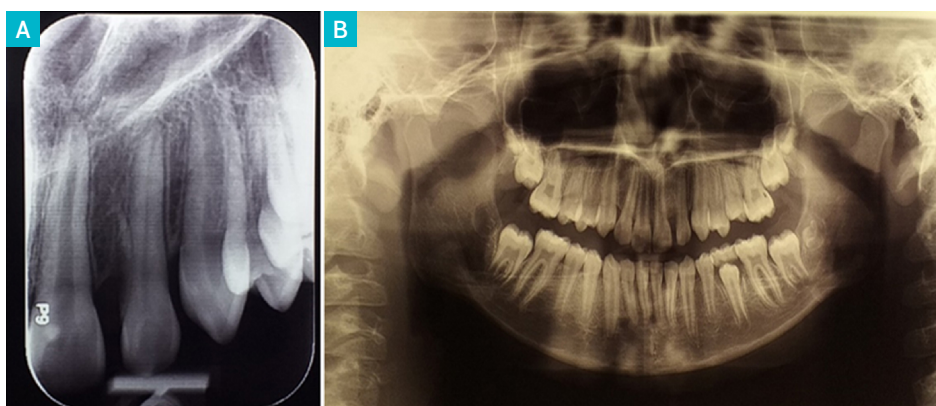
Seguimiento post-operatorio 10 meses después de la intervención quirúrgica. A. Radiografía periapical en donde se observa trabeculado óseo normal y un conducto radicular estrecho en el 22. B. Radiografía panorámica en donde se observa erupción del 23.
